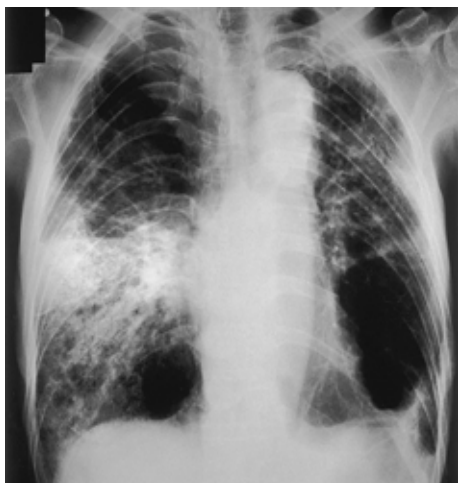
Chest X-ray film obtained on admission, showing cystic changes in right upper and left lower lung fields with overinflation, and consolidation mainly in right lower lung field.
